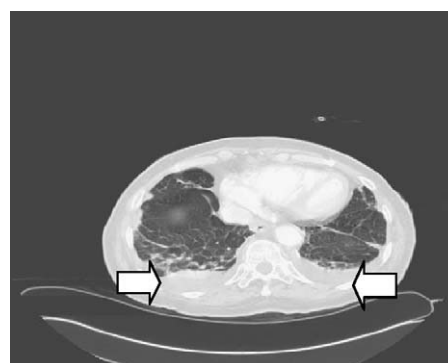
TAC de ingreso.
